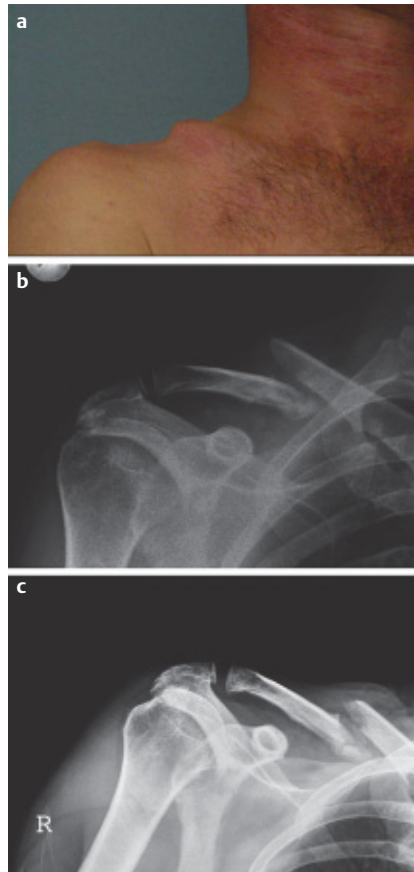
19911/02 – Vier Wochen nach Beginn der konservativen Behandlung einer rechtsseitigen Klavikelfraktur kam es durch zunehmende Dislokation der Fragmente zur drohenden Hautperforation bei klinisch bereits fester Fraktur (a), entsprechendes Röntgenbild zum selben Zeitpunkt (b). Der Spieß des medialen Fragmentes wurde abgemeißelt (c).
